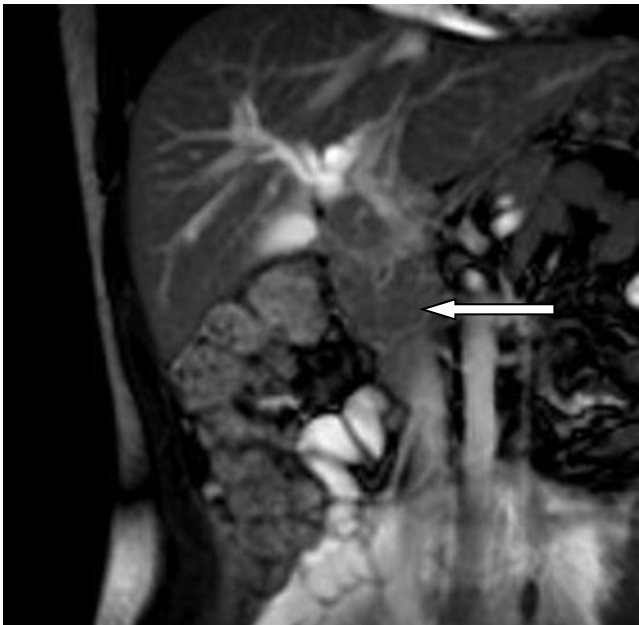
Imagen de colangioresonancia nuclear del abdomen, donde se observa tumoración que involucra la cabeza de páncreas y tejidos peripancreáticos.
